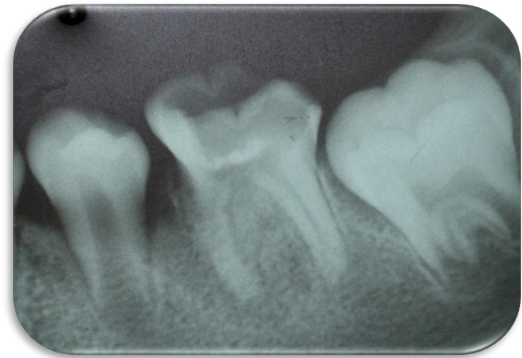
Radiografía de control a los 3 meses, se observa avance de cierre apical.
